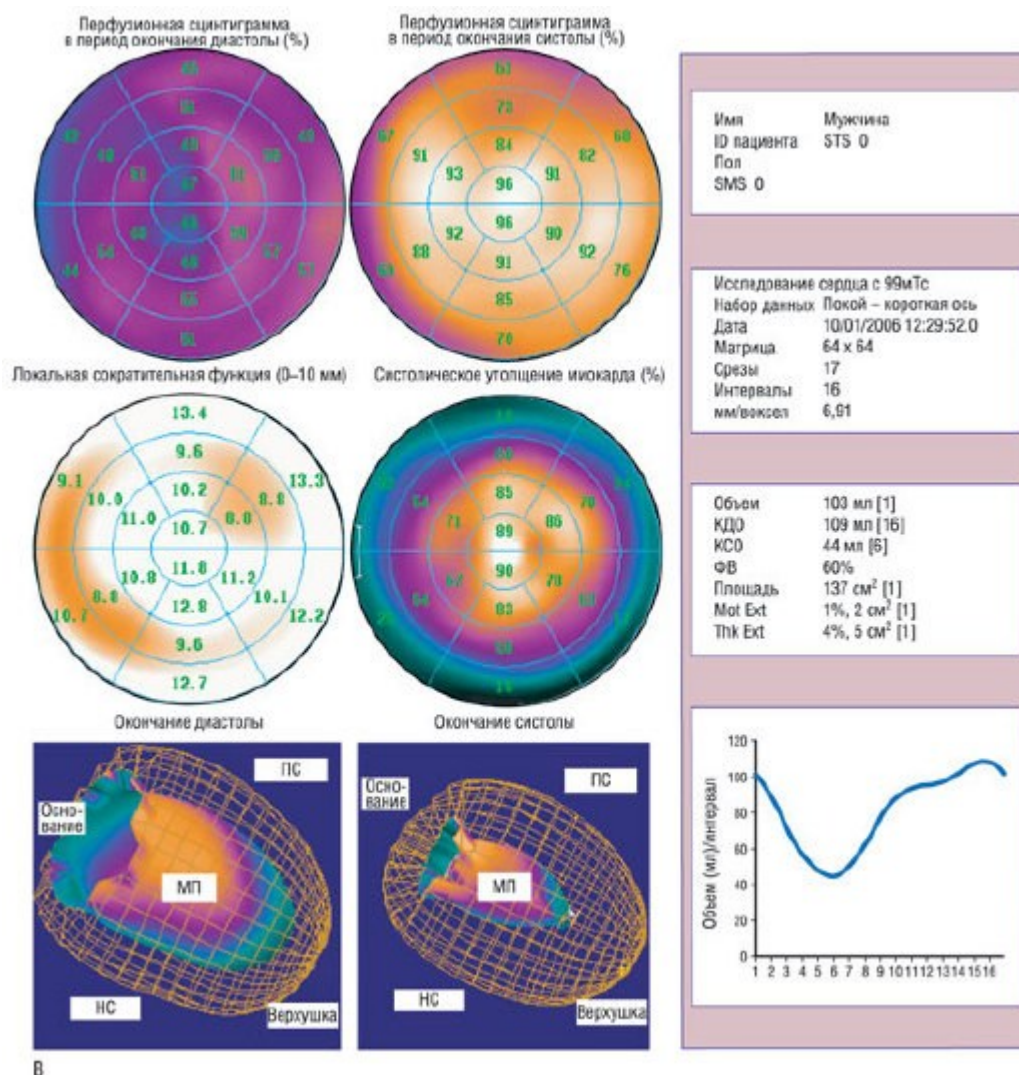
Результаты перфузионной сцинтиграфии миокарда с ^{99m}Tc -тетрофосмином в покое и на фоне нагрузочной пробы у женщин с ангиографически неизменными венечными артериями. А - сцинтиграфические изображения сердца в покое и на фоне нагрузочной пробы представлены по короткой оси (верхние 4 ряда), вертикальной и горизонтальной осям (нижние 4 ряда). На всех сцинтиграфических изображениях дефекты кровоснабжения не наблюдаются. БО - базальный отдел; БС (LAT) - боковая стенка; ВО (VLA) - вертикальная ось; ВС (APEX) - верхушка сердца; ГО (HLA) - горизонтальная ось; КО (SA) - короткая ось; МП (SEP) - межжелудочковая перегородка; НС (INF) - нижняя стенка; ПС (ANT) - передняя стенка; BASE - основание сердца; REST - покой; STRESS - нагрузочная проба.
